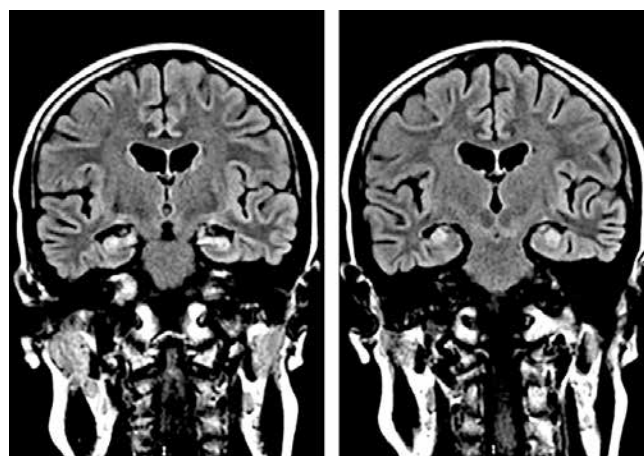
Пациентка H. Магнитно-резонансная томография головного мозга через 2 мес после выписки: изменение структуры гиппокампов с повышением интенсивности сигнала от них в режиме FLAIR — признак двустороннего склероза гиппокампов
